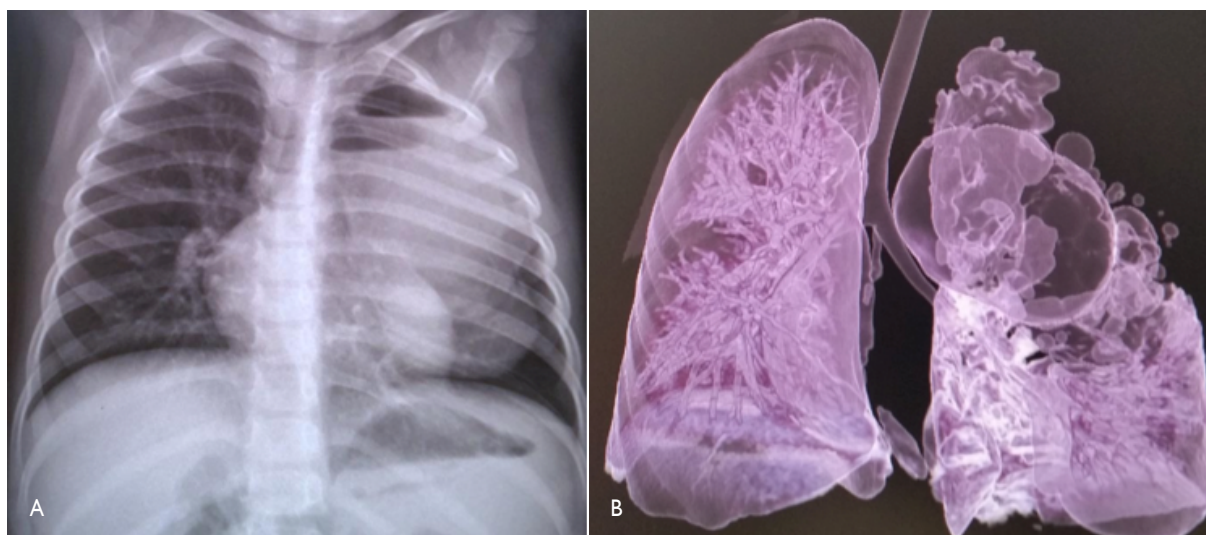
A) Radiografía de tórax. B) Tomografía espiral multicorte con reconstrucción 3D: conglomerado de imágenes quísticas, de contornos delgados, algunas con nivel hidroaéreo en el lóbulo superior izquierdo.
